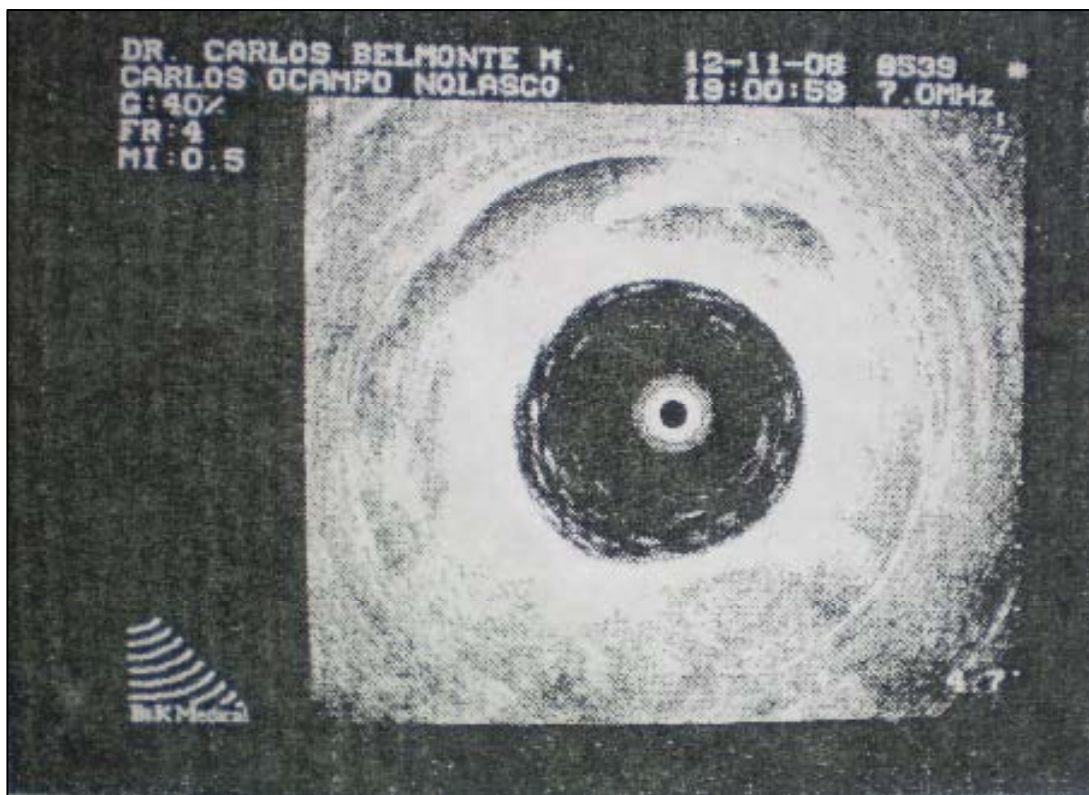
Ultrasonido endorrectal. Masa de 6 cm en el espacio presacro.
